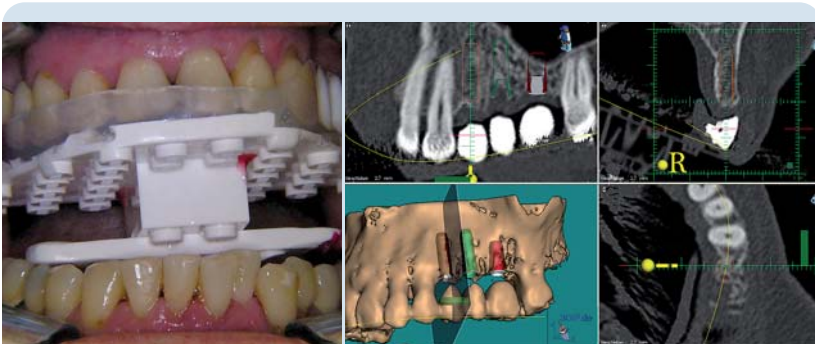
CT-Planungsschablone in situ. Wichtig ist eine reproduzierbare und schaukelfreie Position, um den gleichen Sitz der Schablone bei CT-Aufnahme und OP zu gewährleisten. – Abb. 9: 3-D-Planung Regio 24: Deutlich wird das geringe transversale Knochenangebot.
